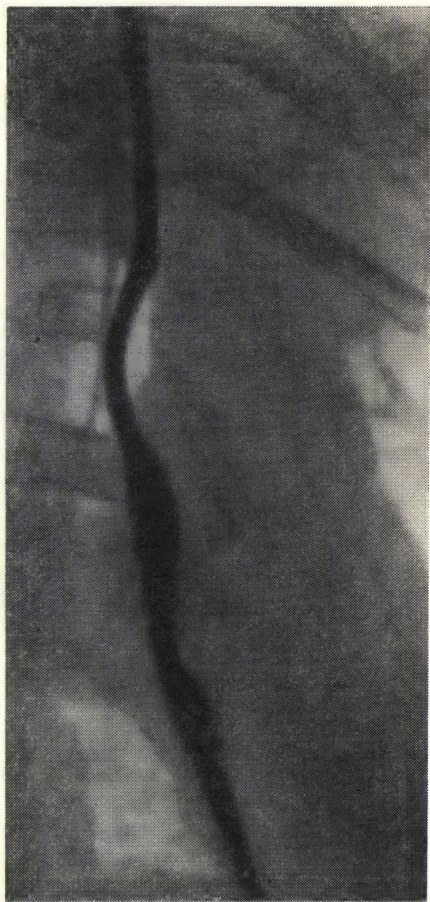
Нормальный пищевод (рентгенограмма).
